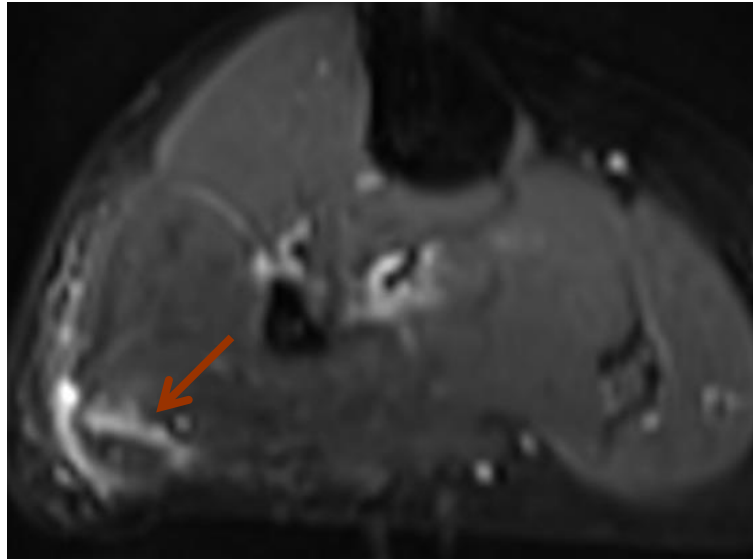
RM pierna derecha, DP fat sat axial: área focal de hiperseñal periférica, con área central de baja.
